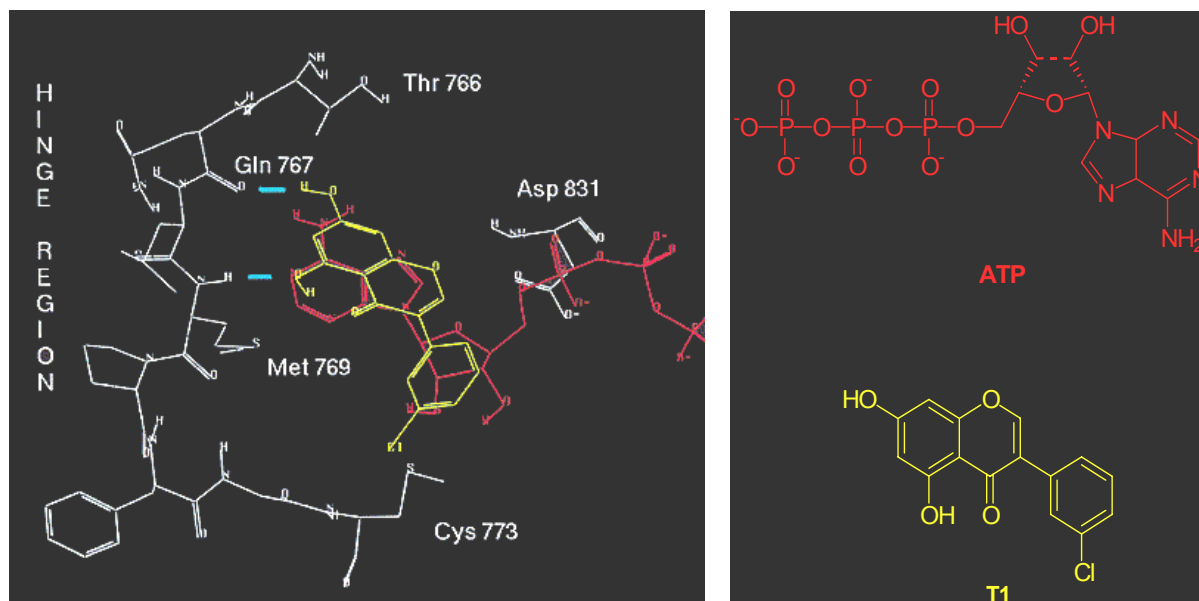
Postulierte Bindung des Isoflavons T1 und ATP in der ATP- Bindungstasche der EGFR-TK [36]
